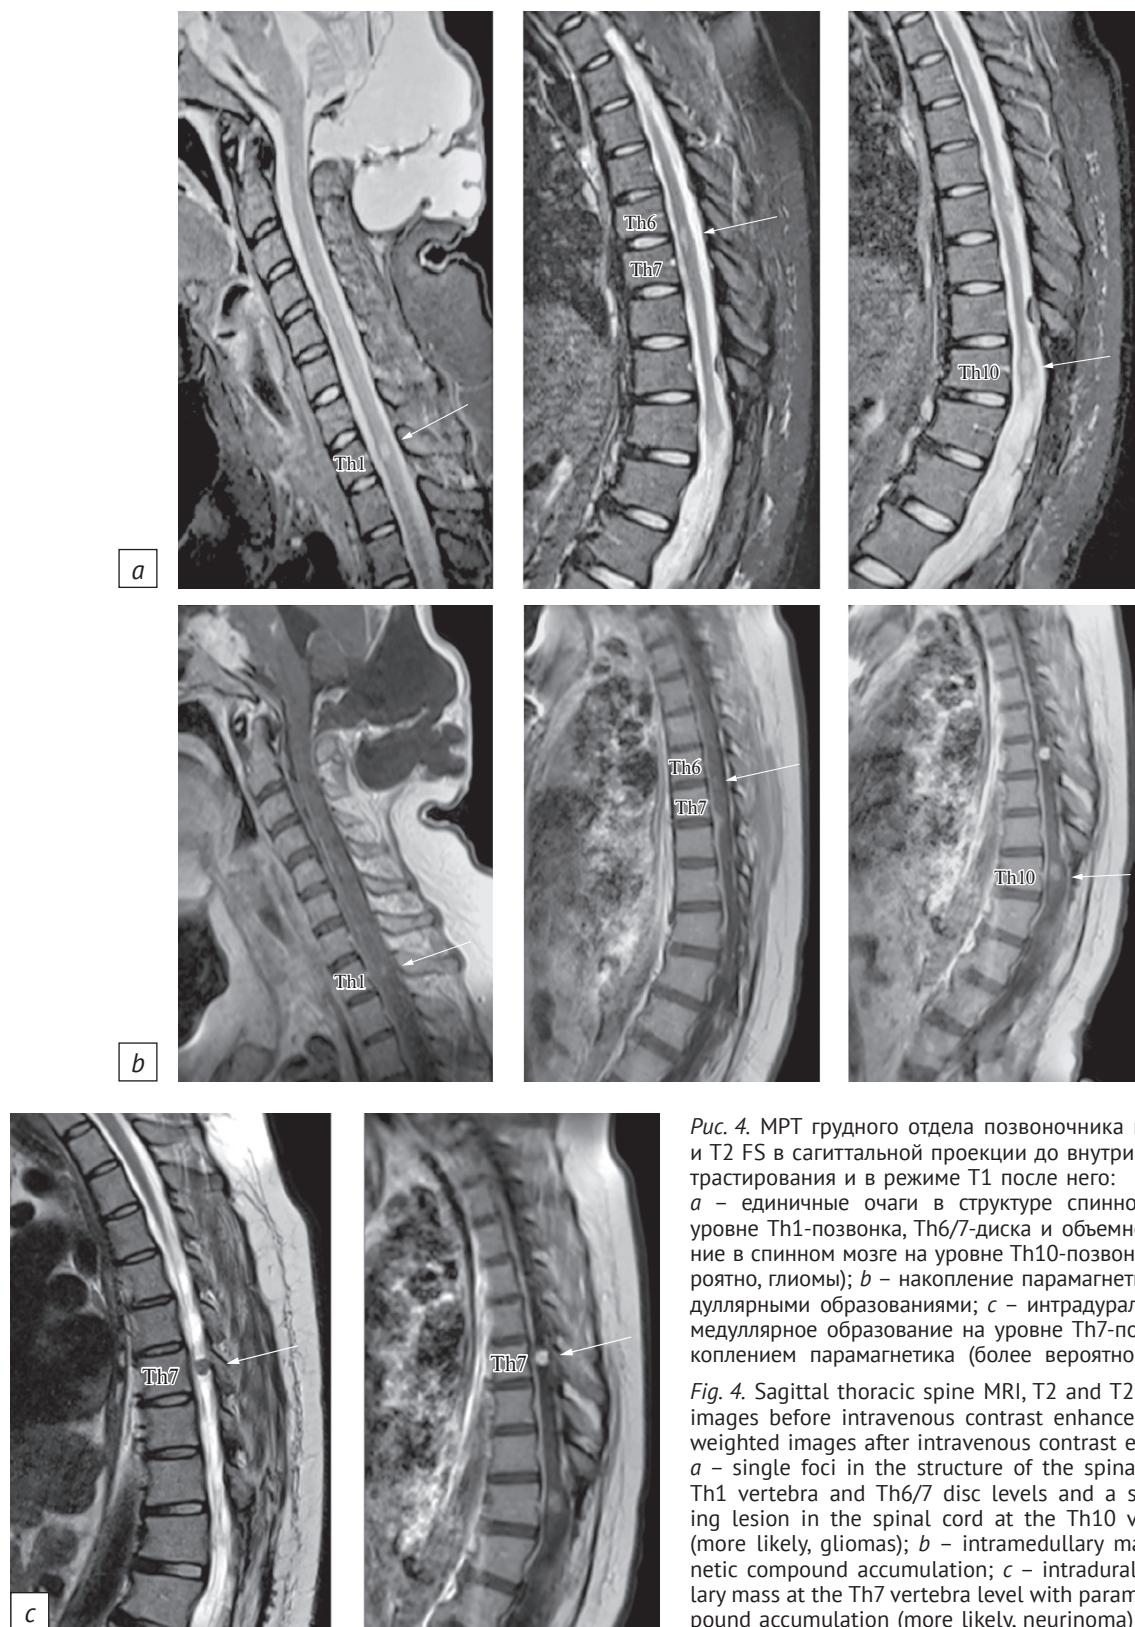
МРТ грудного отдела позвоночника в режиме T2 и T2 FS в сагиттальной проекции до внутривенного контрастирования и в режиме T1 после него:
